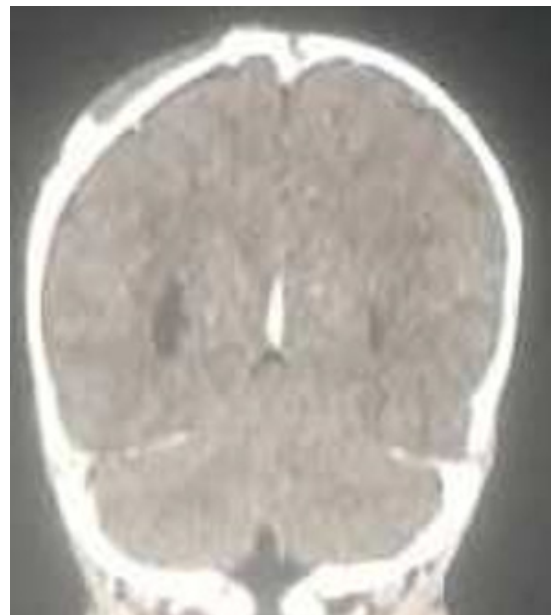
Cerebral CT pos-op image
